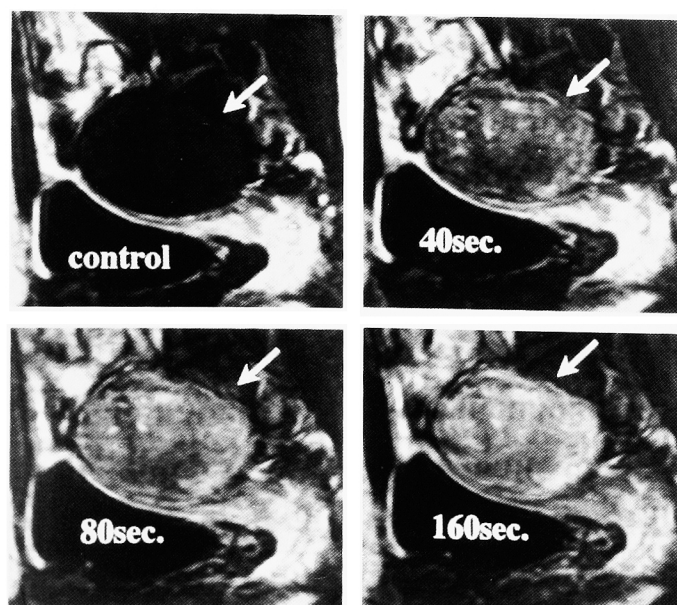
Dynamic magnetic resonance imaging revealed a heterogeneous tumor in the early phase (arrow) (Sagittal section).
